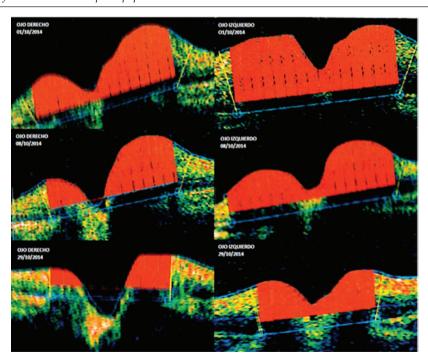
Tomografías de coherencia óptica papilares. Evolución con el tratamiento
